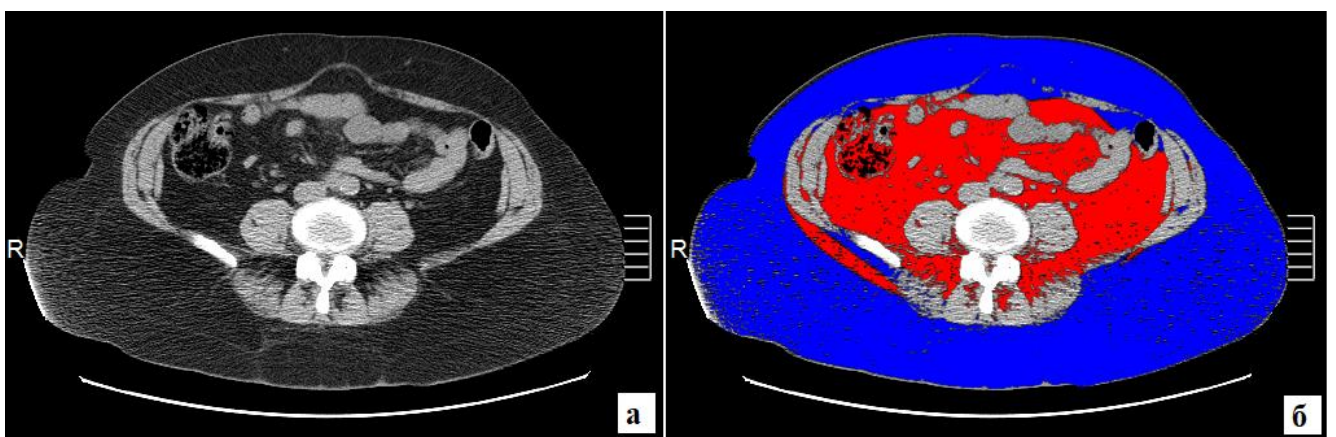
МСКТ, аксиальные реконструкции, уровень L4–L5 позвонков до (а) и после (б) обработки в программе Fat measurement. Площадь ВЖТ (окрашена красным цветом) составила 204,2 см², площадь ПЖТ (выделена синим цветом) – 523,2 см². Коэффициент ВЖТ/ПЖТ равен 0,4.
